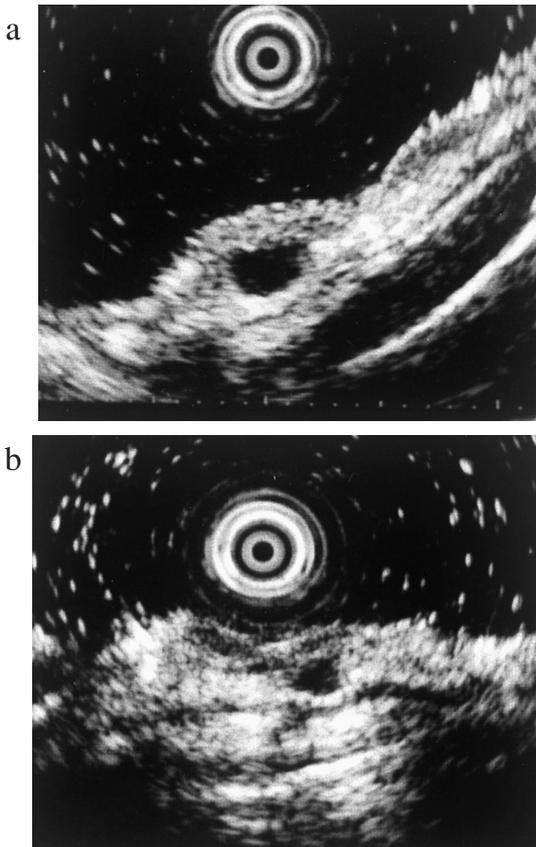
(a, b) 超音波内視鏡検査 (EUS) (20MHz細径プローブ)
